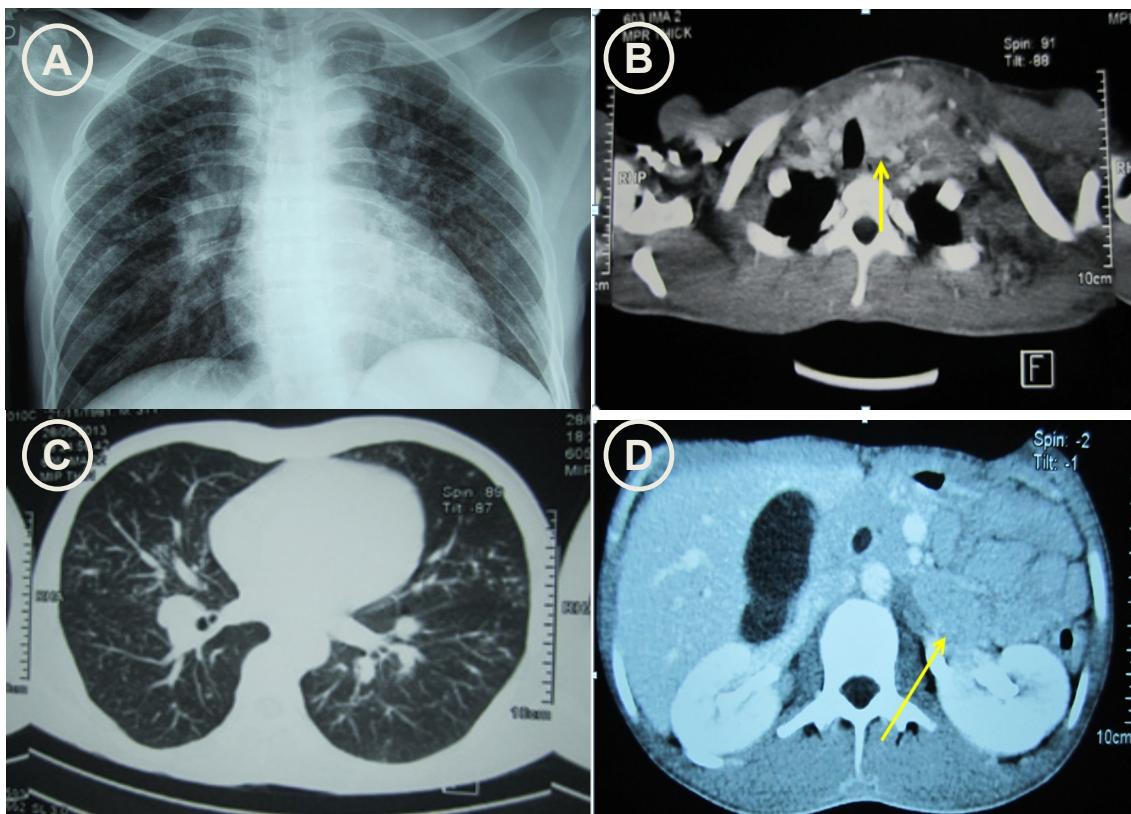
(A) Radiografía de torax con infiltrado micronodular. (B) TEM de torax muestra bocio con nodulos predominio lóbulo izquierda y nodulos (flecha). Se observan calcificaciones. Notese desplazamiento de la tráquea. (C) TEM de tórax muestra micronódulos difusos en ambos campos pulmonares. (D) TEM abdominal muestra masa en glándula adrenal izquierda (flecha)
